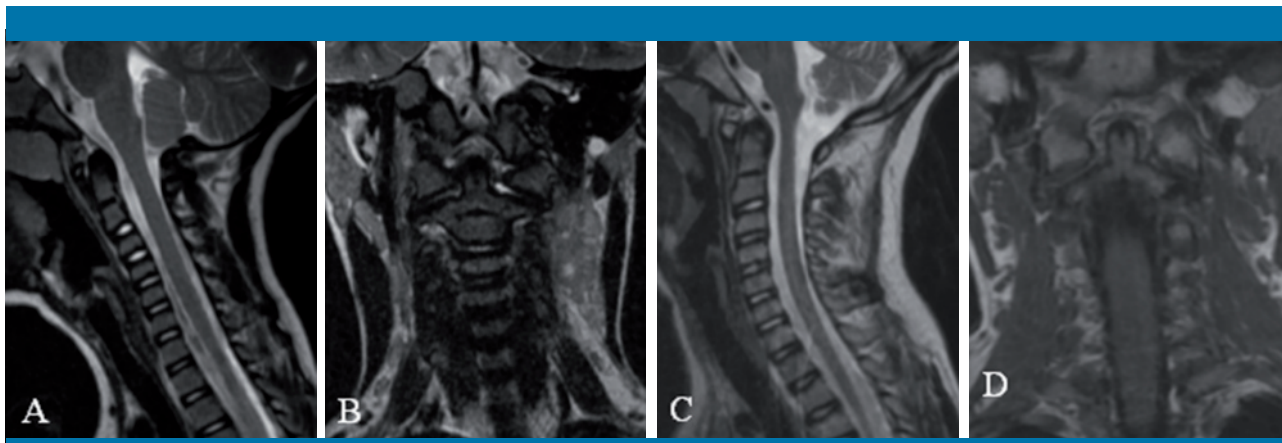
Resonancia magnética, en proyecciones sagitales (A y C) y coronales (B y D), de ambos pacientes. Alineamiento correcto de los cuerpos vertebrales cervicales. No existía daño en los ligamentos ni otras anomalías. Tampoco se identificaron signos sospechosos de subluxación rotatoria
